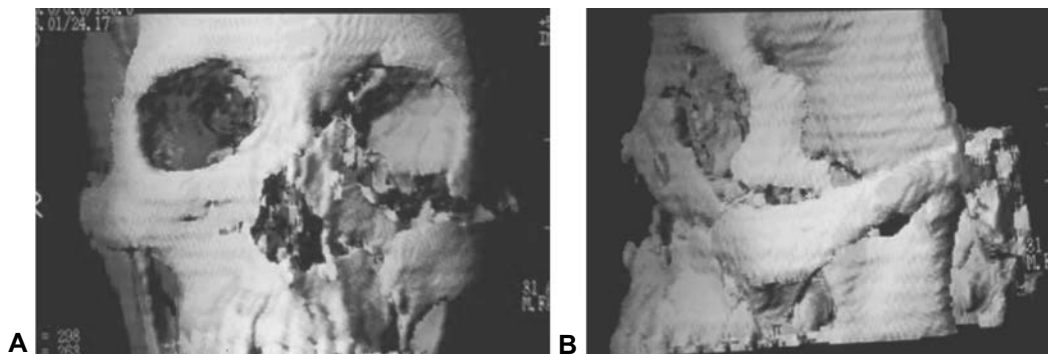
TAC de reconstrucción 3D en la que se observa una fractura de órbita que se acompaña de complejo cigomático y de maxilar, debido a la gran magnitud de la fuerza del traumatismo (A y B).
